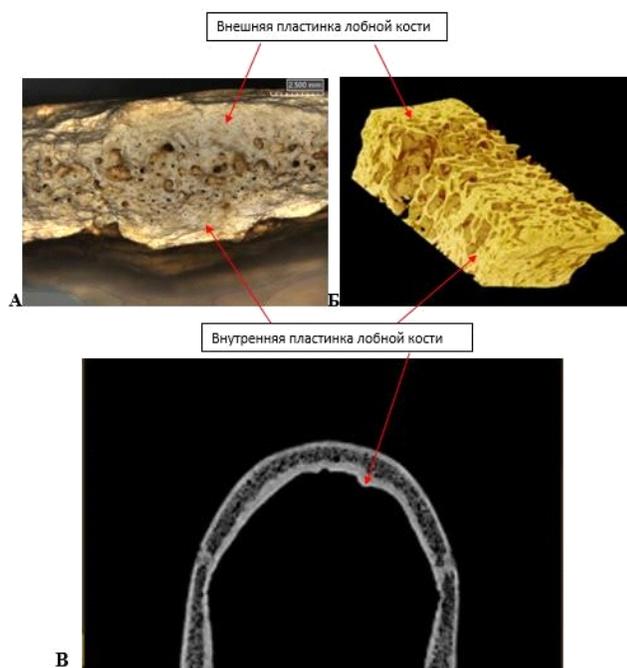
Примеры НФИ тип В по разным препаратам и литературным источникам. А – Фрагмент лобной кости индивидуума (Старая Рязань), номер, пол и возраст неизвестны. Б – Строение фрагмента лобной кости с признаками НФИ тип В по данным микрокомпьютерной томографии (Cvetković et al., 2020). В – Фронтальный срез компьютерной томографии (индивидуум №8407, Старая Рязань (женщина, Adultus)), где видно, что диплоэ имеет неравномерные очаги уплотнения и островки расширенных межтрабекулярных промежутков
